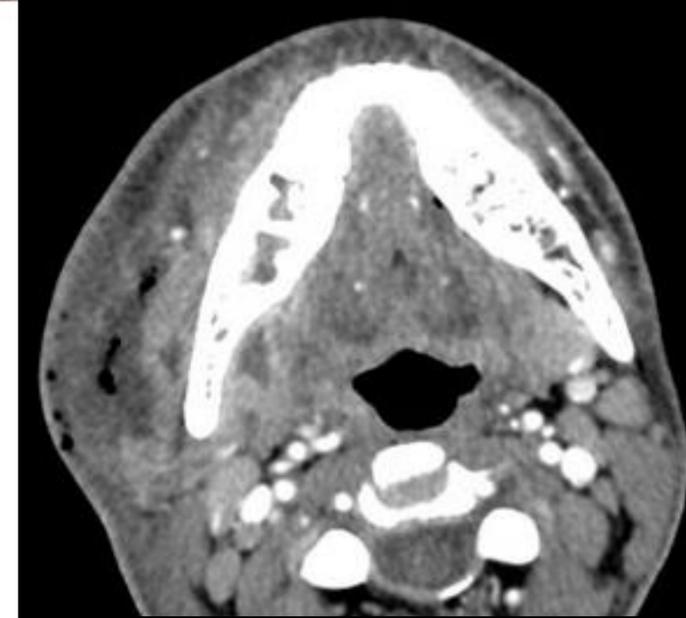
Fascitis necrotizante con extensión al mediastino en un paciente diabético con historia de exodoncia 72 horas antes. En la TC se observa trabeculación de la grasa subcutánea cervical con presencia de aire en espacio sublingual y submandibular, que se extiende disecando planos cervicales al espacio cervical posterior, y espacio visceral hasta el mediastino superior. La TC constituye la técnica más sensible para detectar gas en tejidos blandos. En ausencia de traumatismo penetrante la presencia de gas disecando planos fasciales en un paciente séptico es muy sugestivo de una fascitis necrotizante.
